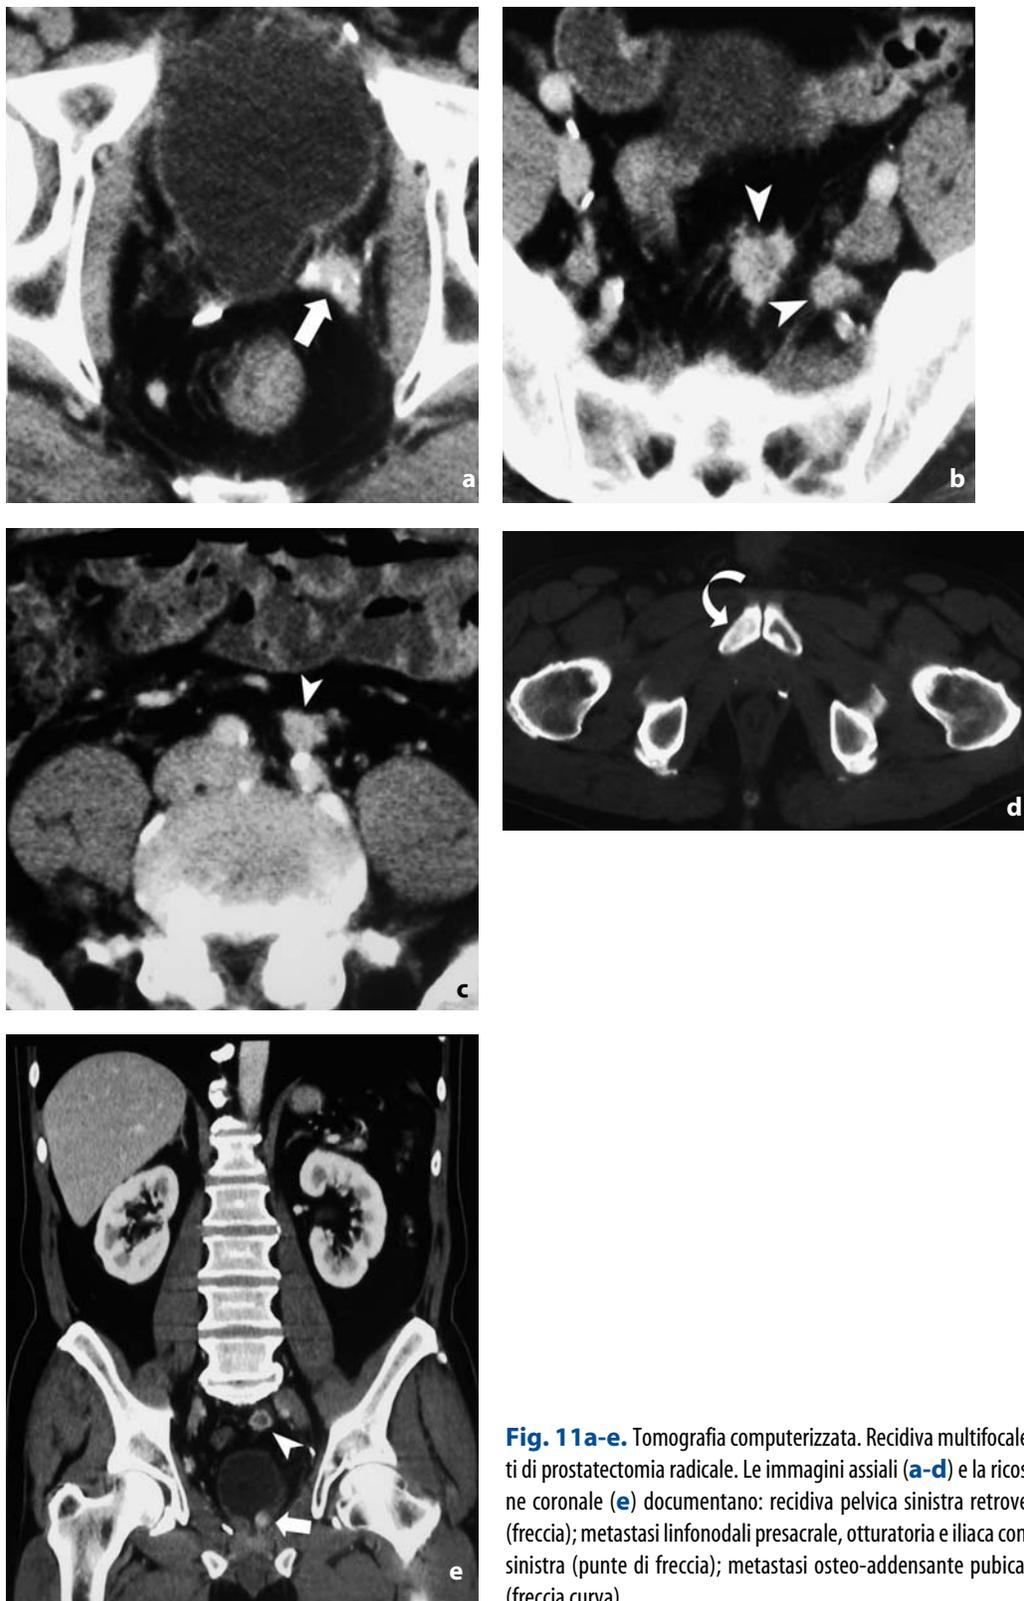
Tomografia computerizzata. Recidiva multifocale in esiti di prostatectomia radicale. Le immagini assiali (a-d) e la ricostruzione coronale (e) documentano: recidiva pelvica sinistra retrovesicale (freccia); metastasi linfonodali presacrale, otturatoria e iliaca comune di sinistra (punte di freccia); metastasi osteo-addensante pubica destra (freccia curva)
